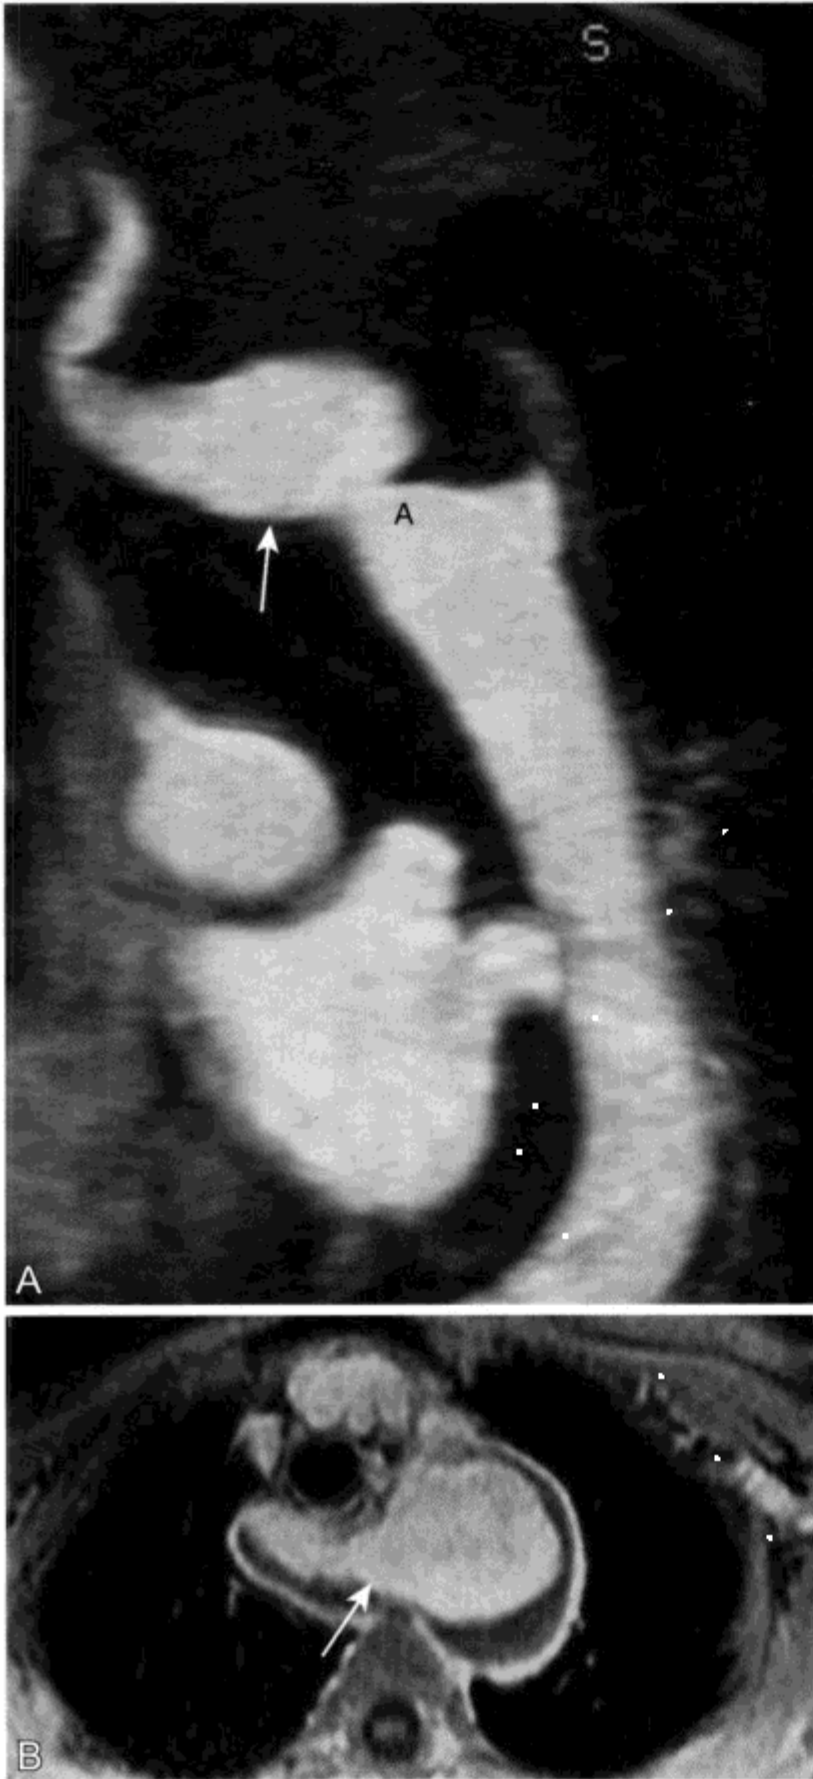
CE MRA 和 MRI 上显示迷走右锁骨下动脉
